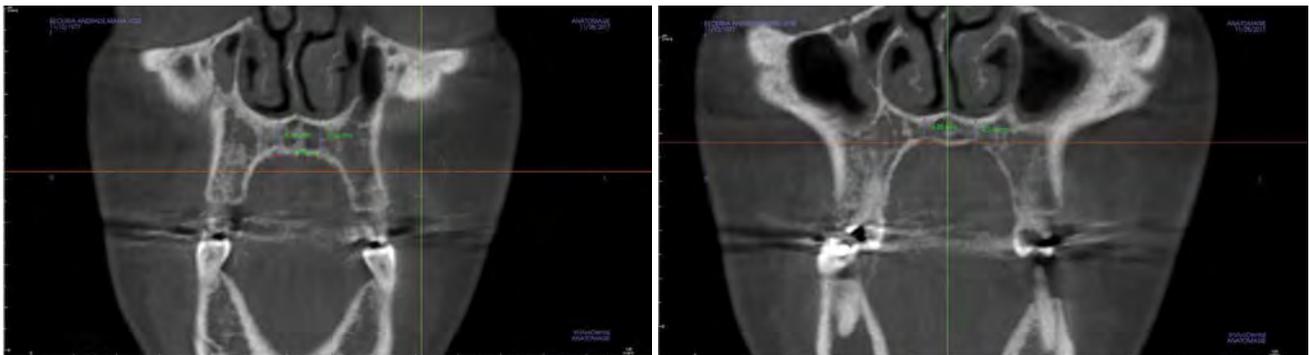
Medidas en CBCT de la altura de los tornillos anteriores y posteriores para proporcionar anclaje bicortical. Izda: altura ósea anterior; dcha: altura ósea posterior.
